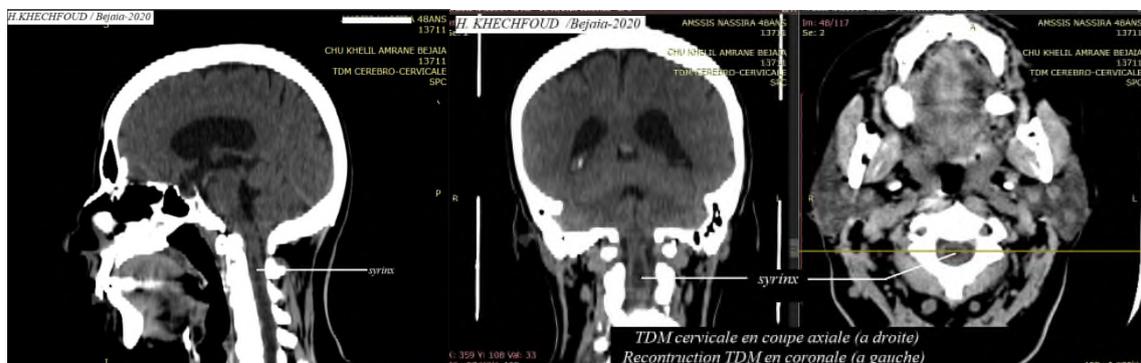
TDM au cours de la syringomyélie avec reconstruction sagittale et coronale
